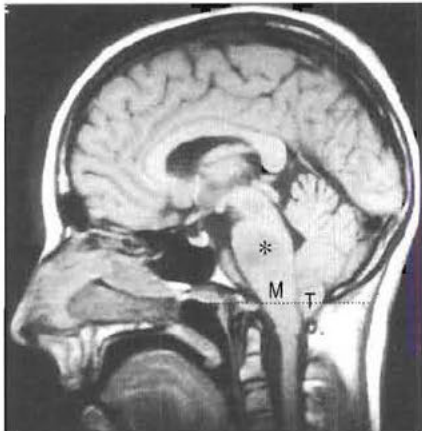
Gliome du pont (astérisque) – IRM sagittale en séquence T1. Le pont est hypertrophié et contient une masse en hyposignal. Noter un effet de masse important avec engagement des amygdales cérébelleuses (T) et de la moelle allongée (M) qui se déplacent vers le bas à travers le foramen magnum (ligne pointillée).
